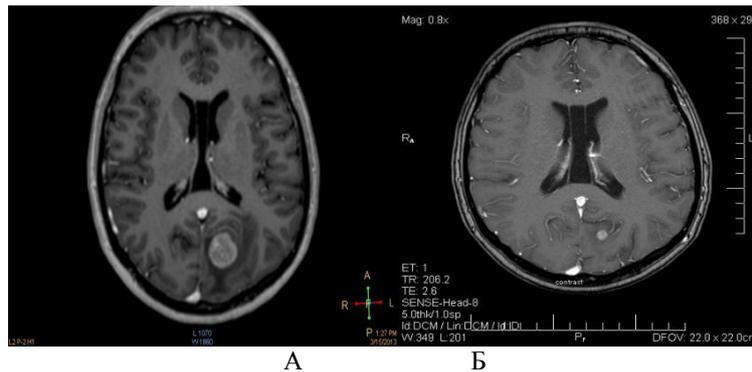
Пациент 46 лет. Метастаз меланомы. МРТ до CPX (А) и через 6 месяцев (Б)
